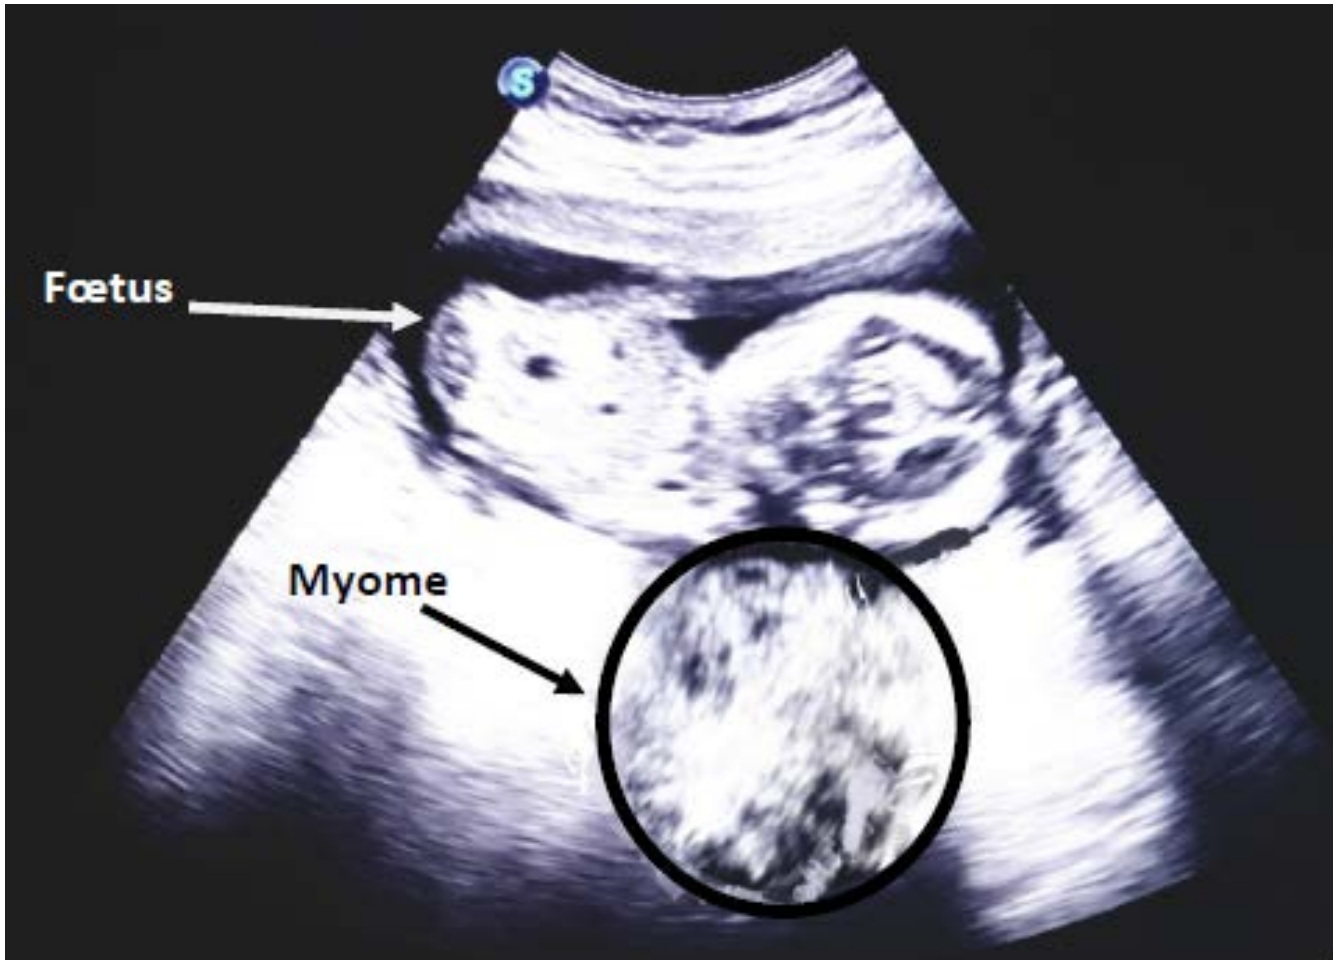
Image échographique de myomes utérin et grossesse du service de gynécologie de l'hôpital militaire Moulay Ismail :
